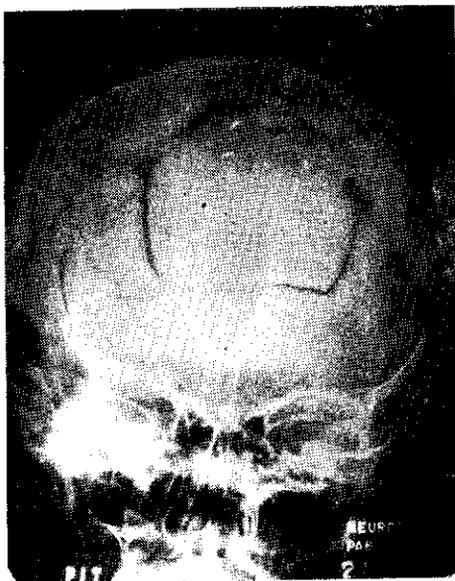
Radiografía después de la operación.
